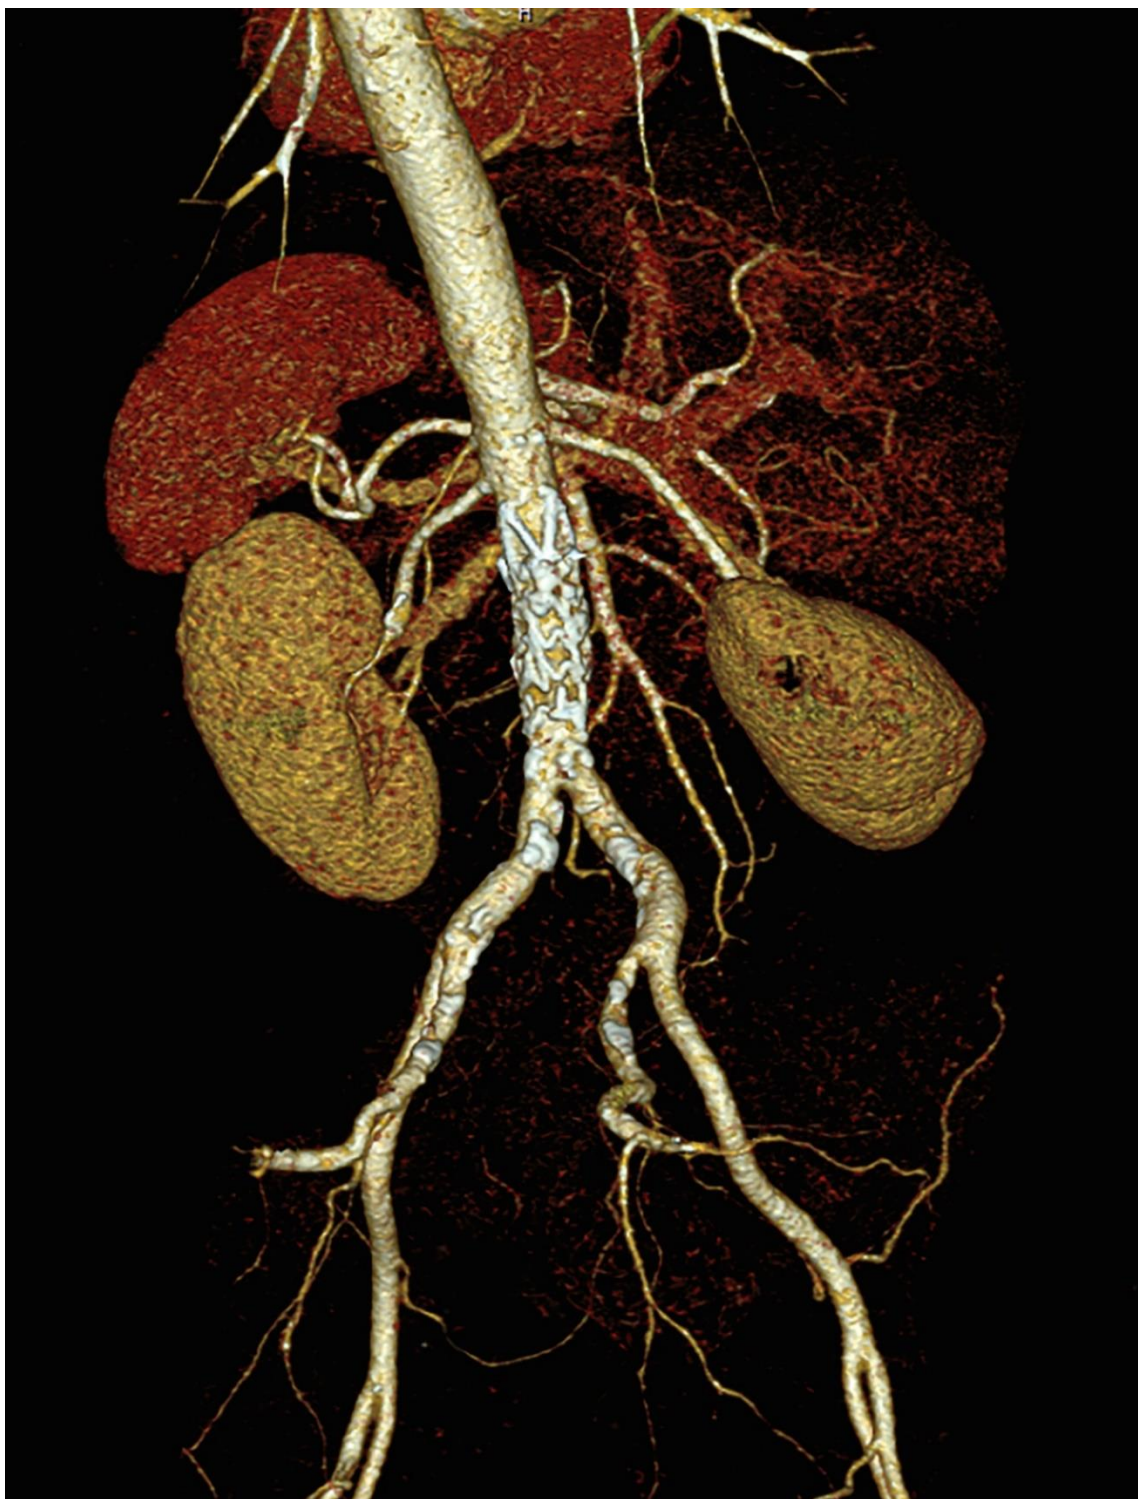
montre une reconstruction 3D d'une angiographie par TDM ,3 mois après l'opération, avec endoprothèse posée dans l'aorte infra-rénale dans le cadre d'une fistule aorto-duodénale. [47]
